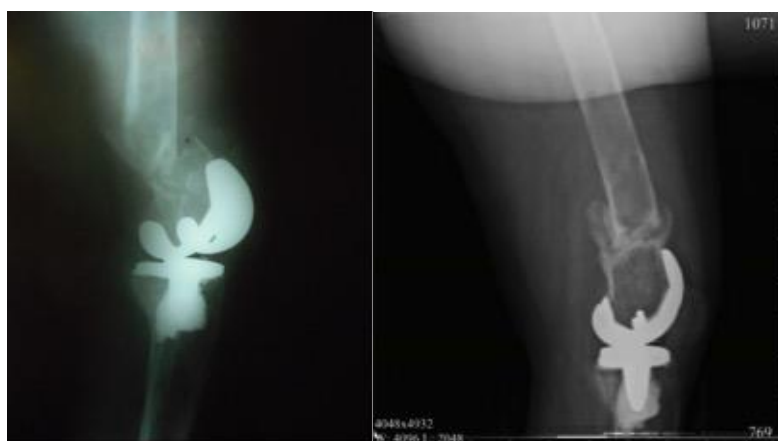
а,б – Рентгенограмма коленного сустава пациента при полученной травме – перипротезный перелом бедренной кости. Справа: Рентгенограмма коленного сустава пациента через 1 год после травмы и курса лечения – отмечается консолидация
